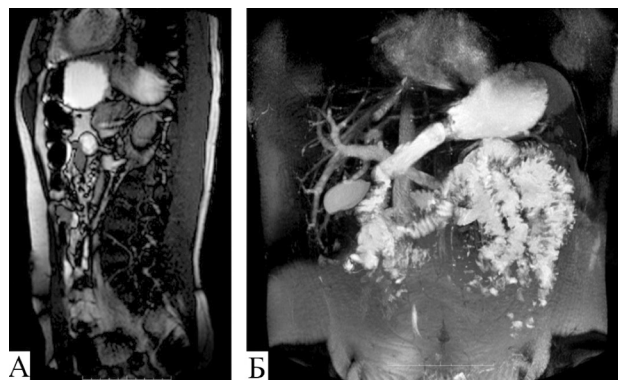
Клинический случай 2. МРТ желудка до курса бальнеотерапии. Сканирование через 30 минут после нагрузочного питьевого теста. Режим T2. А – сагиттальная проекция. Б – корональная проекция.
